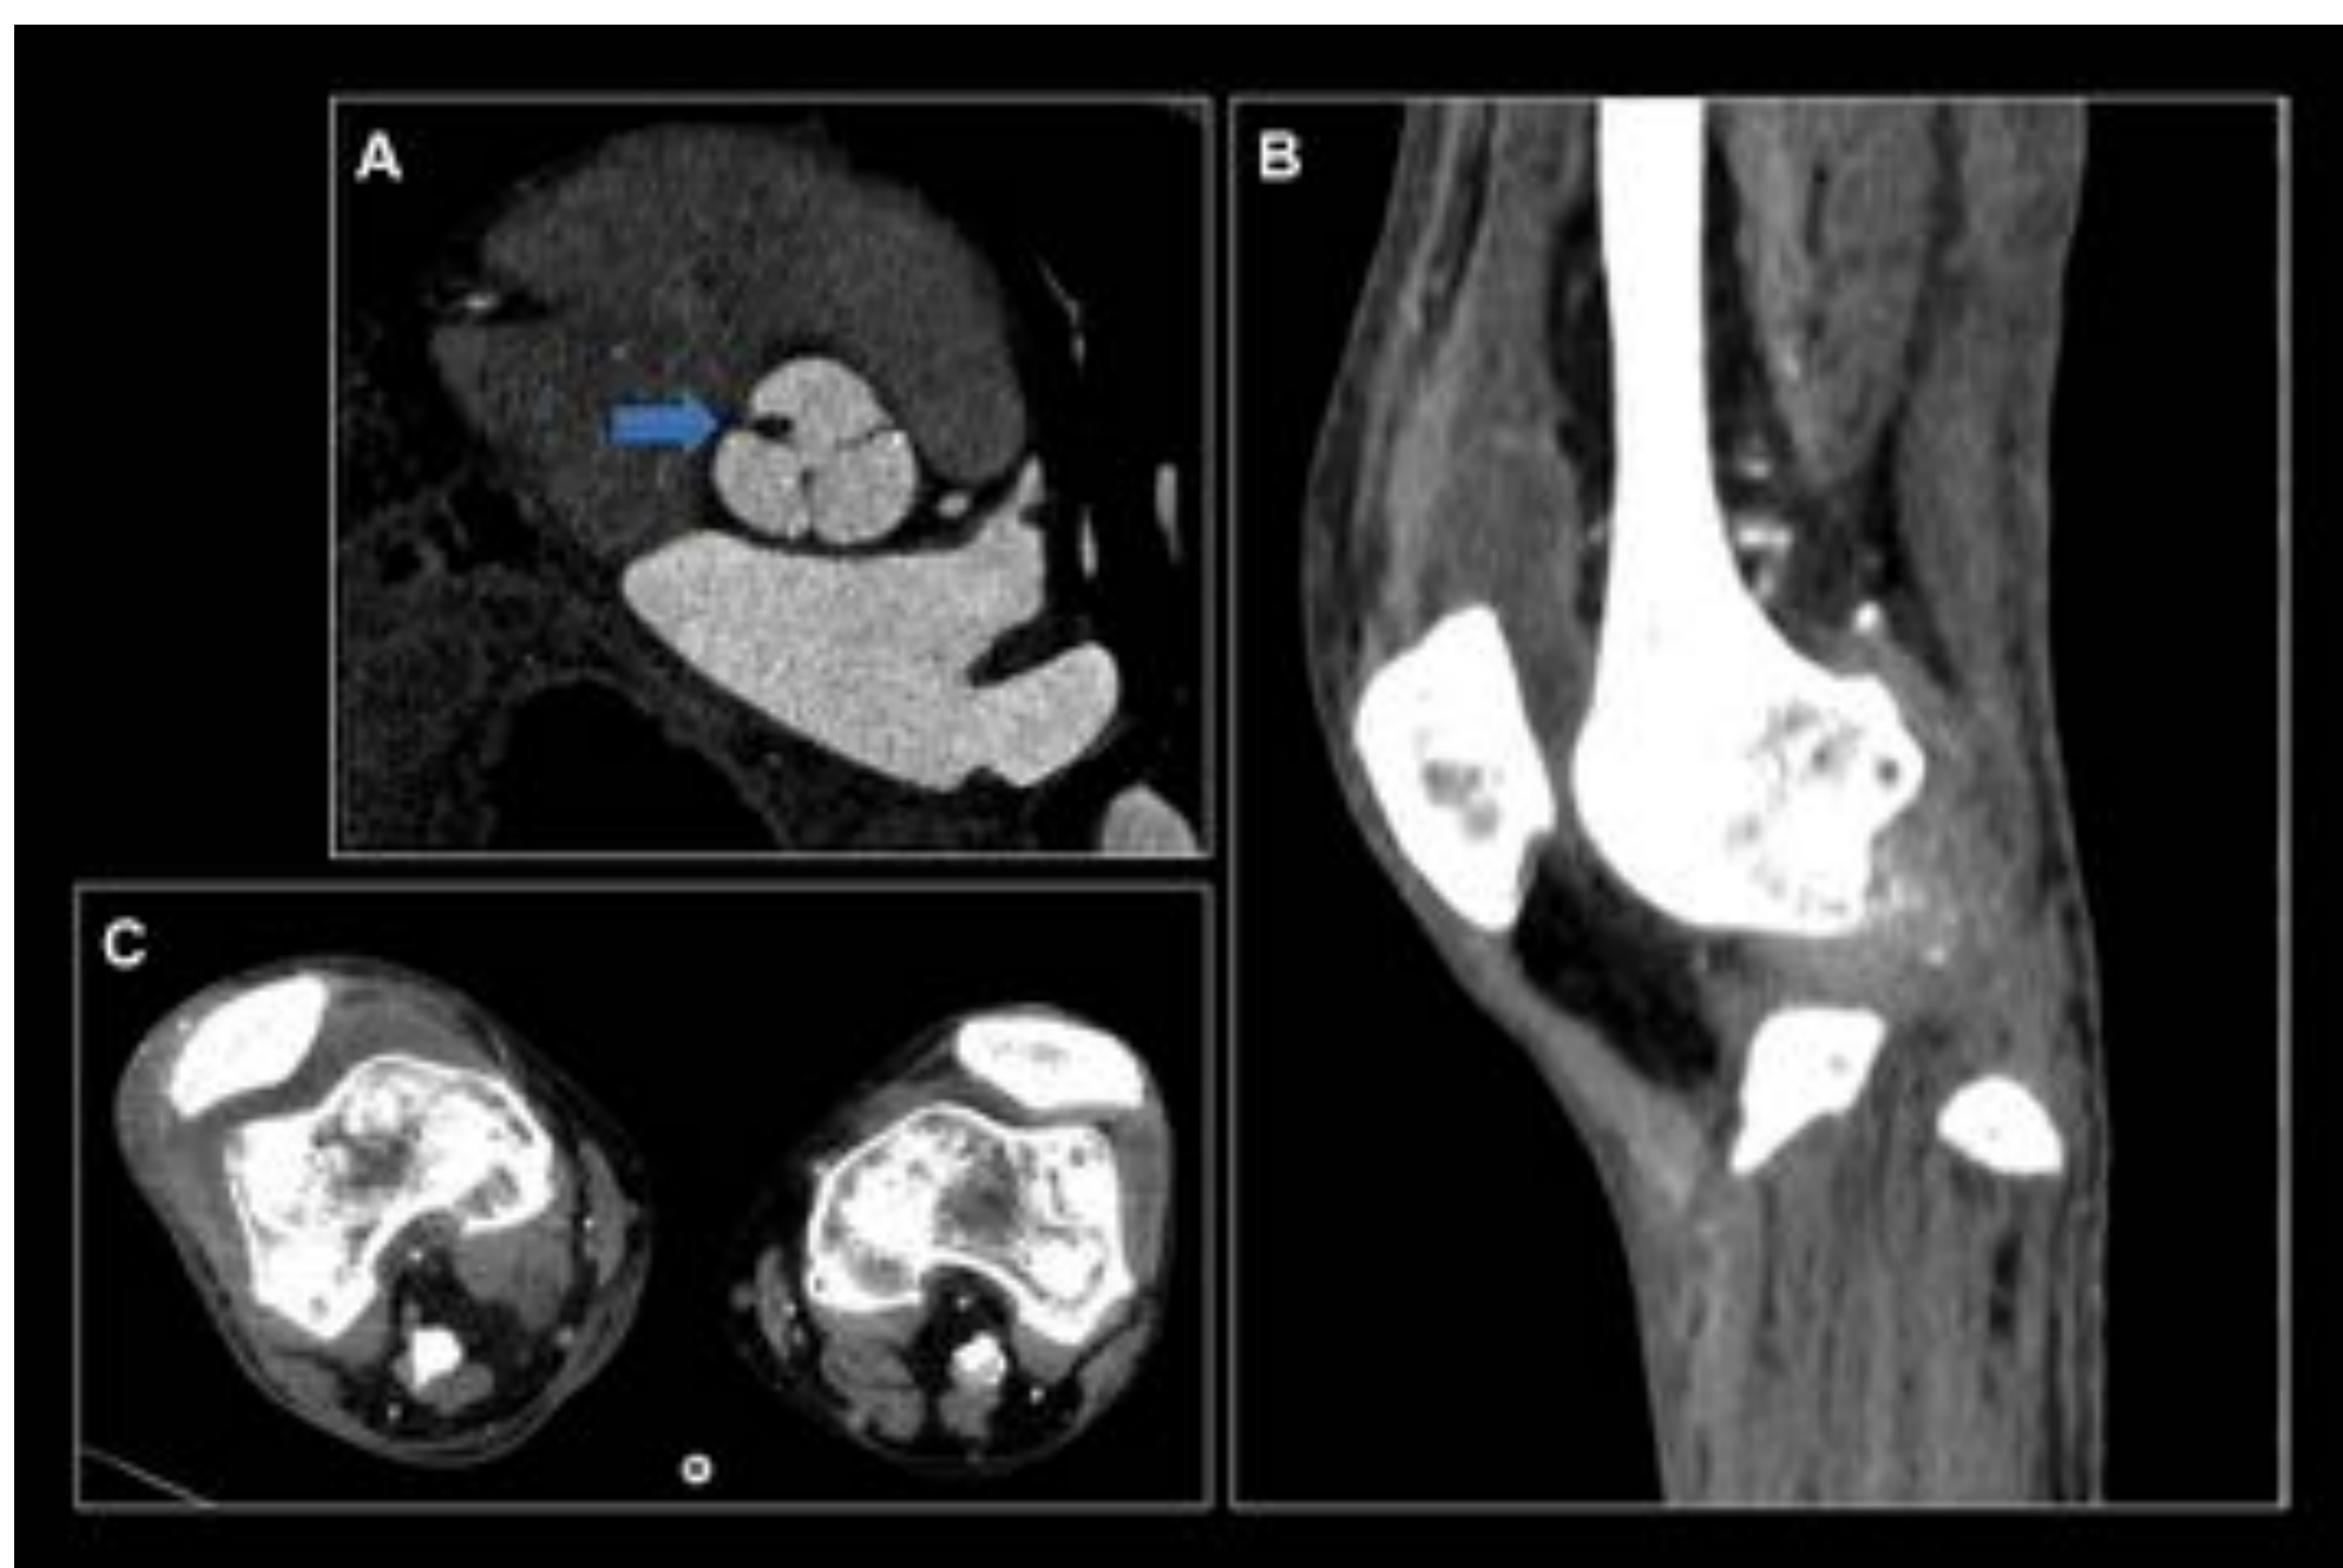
(A) Plano valvular. (B) Sagital TC rodilla derecha CIV. (C) Axial TC ambas rodillas CIV. Endocarditis de válvula aórtica con vegetación en velo coronariano derecho (flecha azul). Artritis séptica de rodilla derecha como complicación extracardíaca. Hospital Universitario Central de Asturias.
